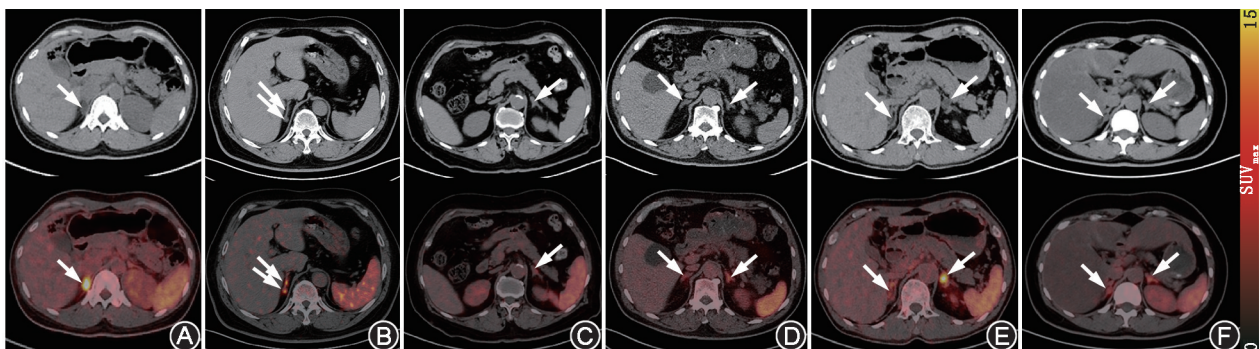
原发性醛固酮增多症(PA)患者不同影像学特征病灶的 ^{68}Ga -Pentixafor PET/CT 显像图(箭头示病变)。A. 右侧肾上腺内肢单发结节患者,男,57 岁, ^{68}Ga -Pentixafor PET/CT 示右侧肾上腺阳性,术后随访证实单侧 PA(UPA); B. 右侧肾上腺内肢多发结节患者,男,63 岁, ^{68}Ga -Pentixafor PET/CT 示阳性,最终证实为单侧肾上腺皮质增生(UAH); C. 左侧肾上腺结合部增粗患者,男,45 岁, PET/CT 阴性,最终证实双侧 PA(BPA); D. 双侧肾上腺增粗患者,女,60 岁, ^{68}Ga -Pentixafor PET/CT 阴性,最终证实 BPA; E. 双侧肾上腺多发结节患者,女,48 岁, ^{68}Ga -Pentixafor PET/CT 示左侧阳性,最终证实为左侧醛固酮瘤(APA); F. 右侧肾上腺内肢结节、左侧肾上腺增粗患者,男,53 岁, ^{68}Ga -Pentixafor PET/CT 示阴性,最终证实为 BPA
